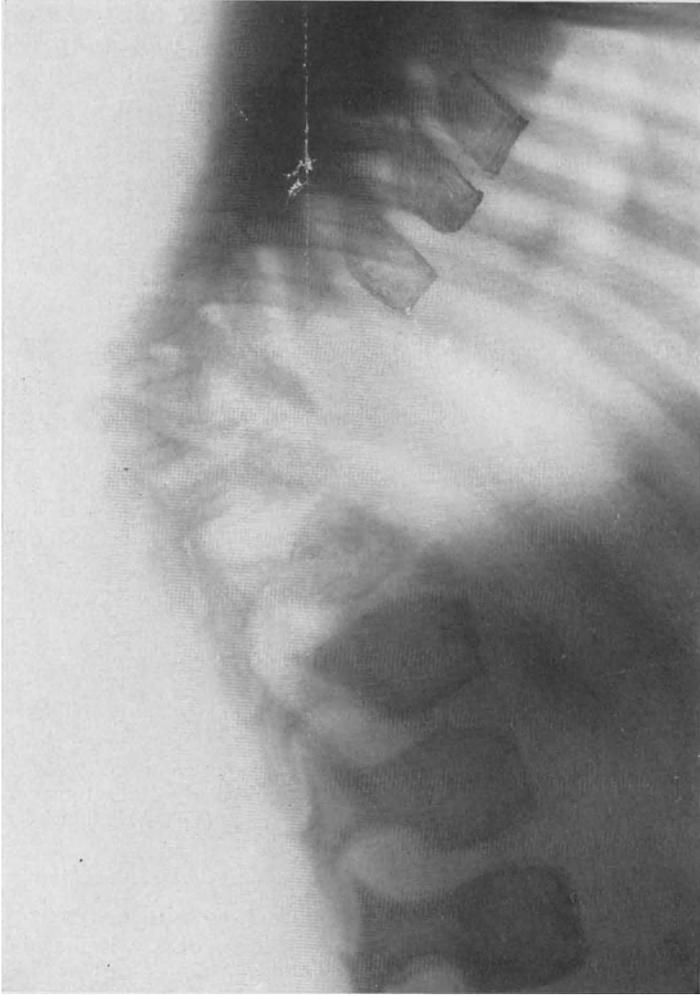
Röntgenbild zu Abb. 7. Ausgedehnte Zerstörung des 6.—12. Brustwirbels.
